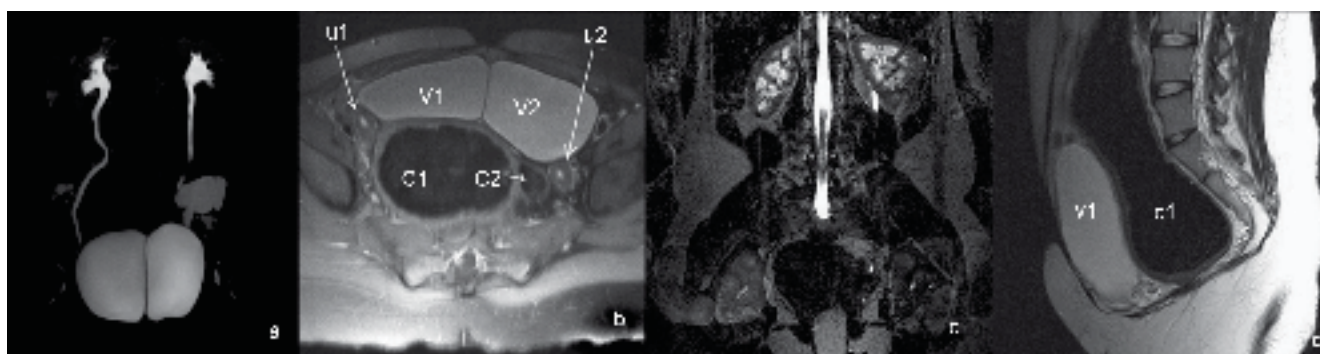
2A: Uro-resonancia magnética nuclear. 2B: Tomografía axial. u1: Lado derecho del útero, u2: Lado izquierdo del útero, V1: Lado derecho de la vejiga, V2: Lado izquierdo de la vejiga, c1: Lado derecho del colon, c2: Lado izquierdo del colon, 2C: Mielografía. 2D: Resonancia magnética: v1: Lado derecho de la vejiga, c1: Lado derecho del colon.
